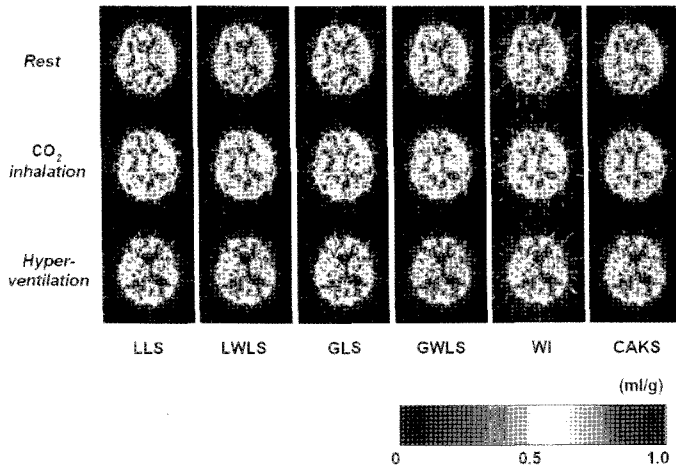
Parametric images of partition coefficient generated from human PET data.
